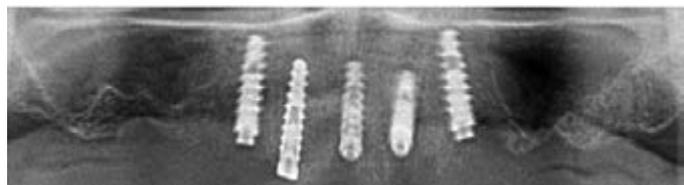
Radiografia do aspecto final após instalação dos implantes.
